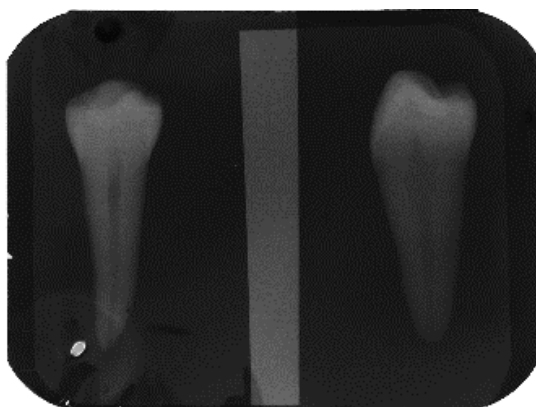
Pieza dentaria radiografiada (vistas frontal y proximal).
